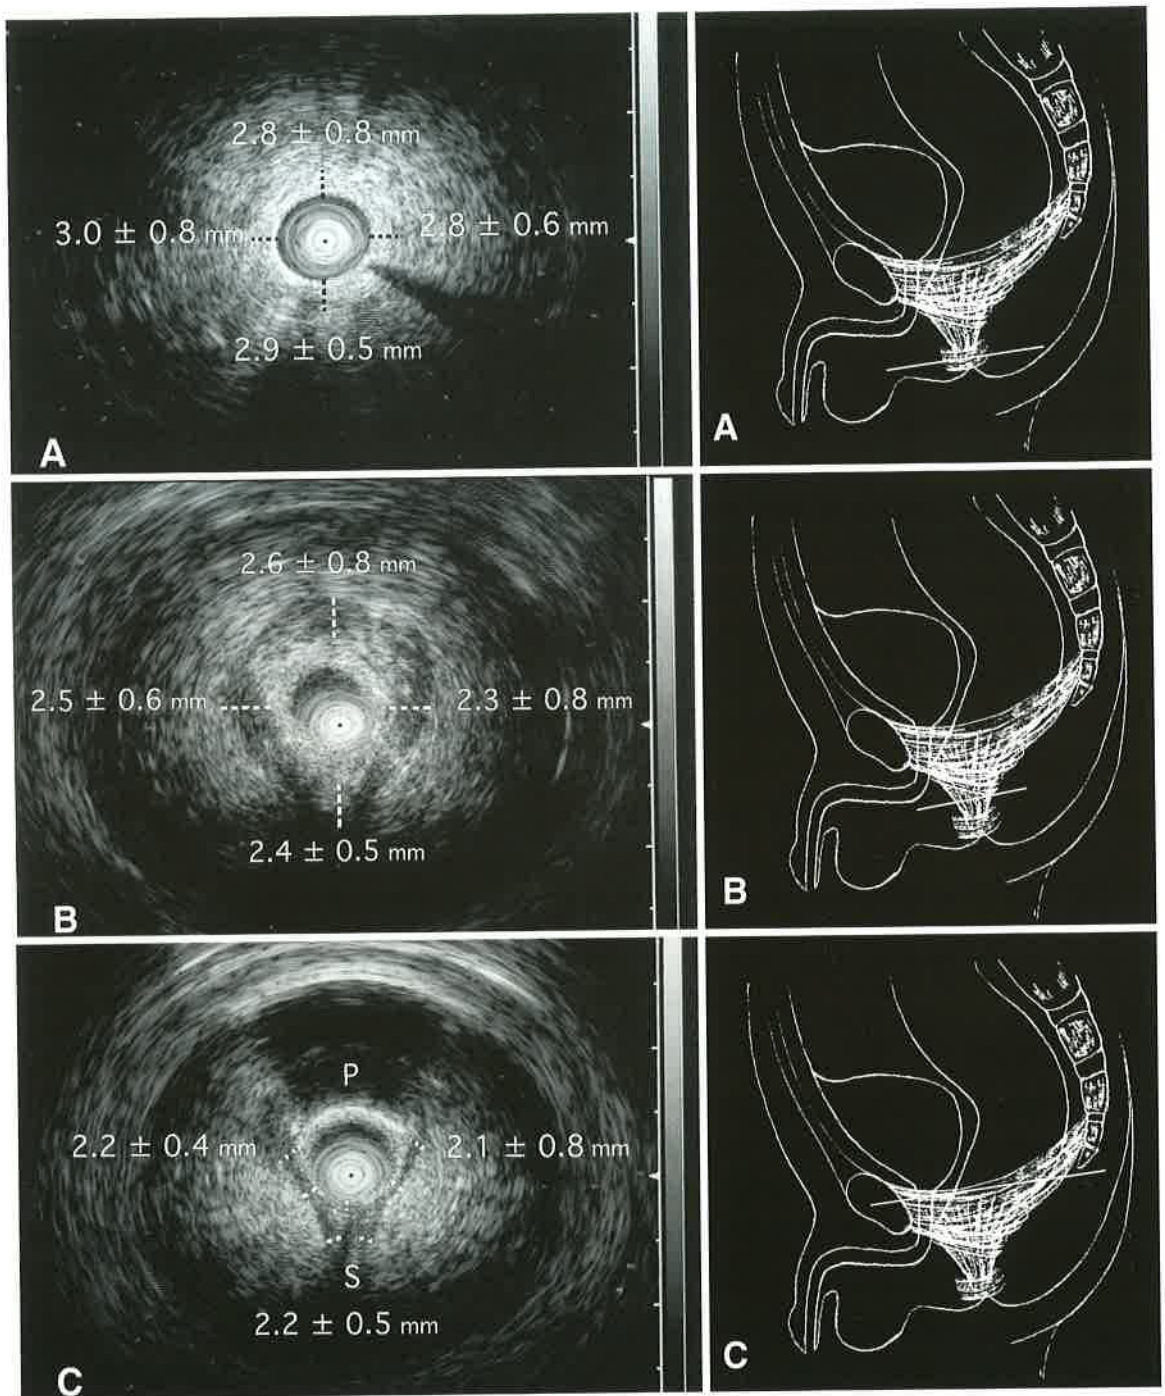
Endosonographic images show thickness (dotted lines) of the (A) external anal sphincter, (B) muscle complex, and (C) levator muscle sling. The external sphincter is seen endosonographically as a hyperechoic band, whereas the muscle complex and levator muscle sling are seen as hypoechoic bands. All bands are continuous, indicating that the pull-through canal is symmetrically surrounded by pelvic floor muscles. The asterisk indicates the bladder.
